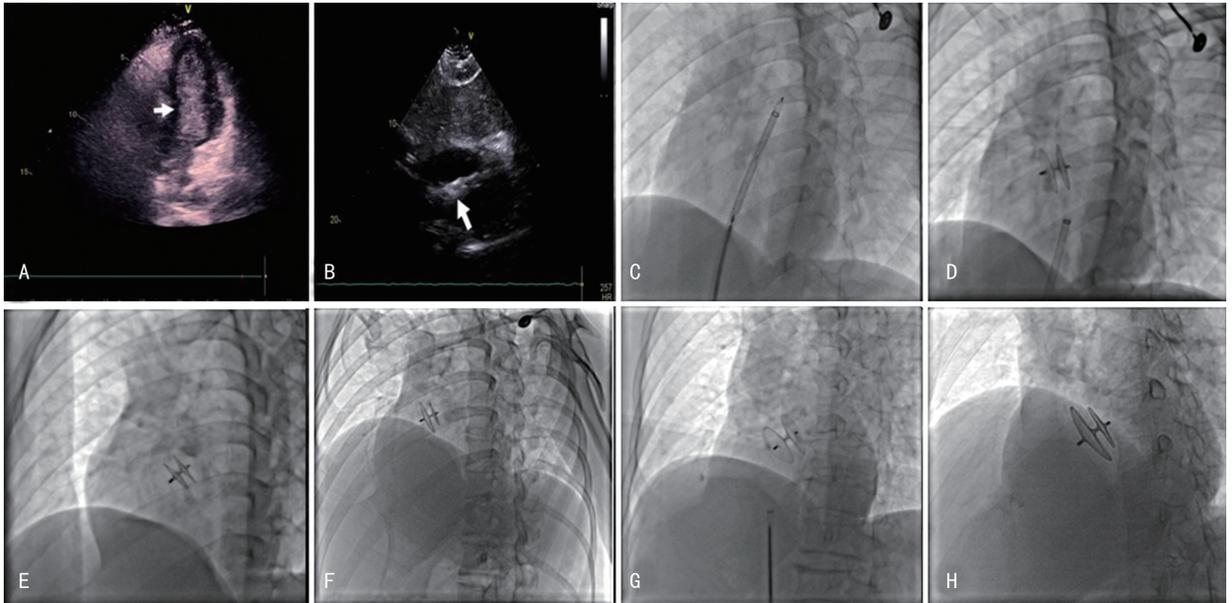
A:右心声学造影检查左心房内检测到大量微气泡,心腔变浑浊(箭头所指);B:PFO介入封堵术后心脏超声检查,箭头所指为PFO封堵器;C:沿传送鞘将PFO封堵器送至左心房;D:释放后的对称型25/25 mm PFO封堵器;E~H:释放后的18/18 mm、18/25 mm、30/30 mm、25/35 mm PFO封堵器。
